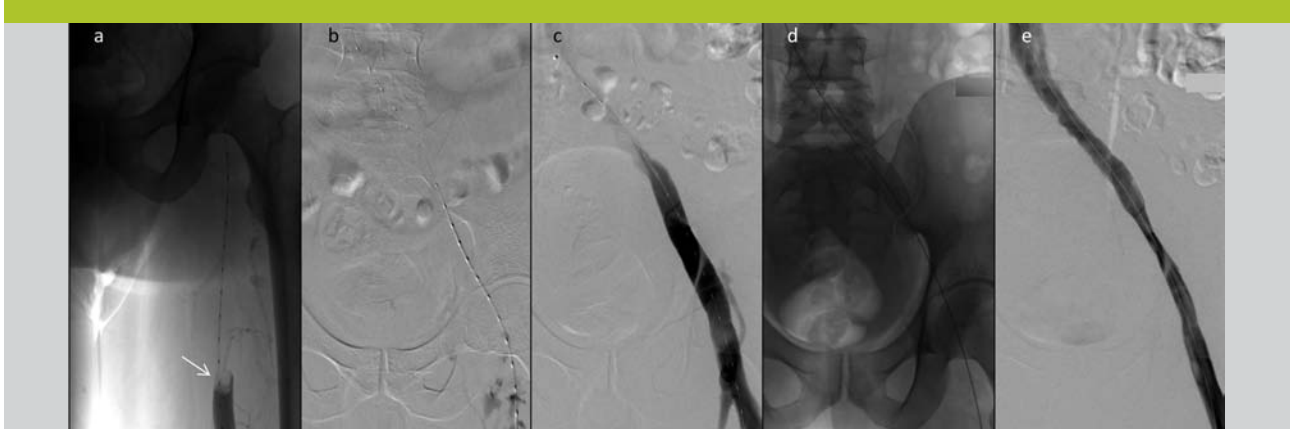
Phlébographies de patiente avec thrombose veineuse profonde ilio-fémorale gauche traitée par thrombolyse dirigée par cathéter amplifiée par ultrasons
